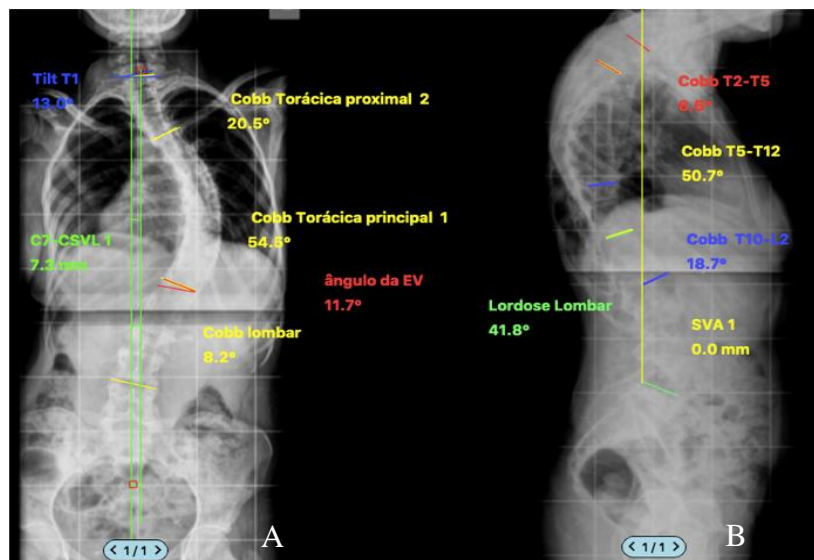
Radiografia panorâmica de coluna vertebral. (A) Incidência antero-posterior com o valor do ângulo de Cobb das curvas torácica proximal, torácica principal e lombar. (B) Incidência em perfil com as medidas pelo método de Cobb da cifose regional T2- T5 (vermelho), cifose torácica global T5-T12 (amarelo) e cifose regional T10-L2 (azul) (arquivo pessoal).
